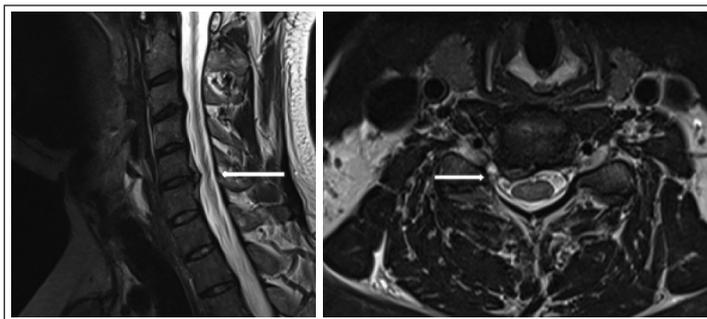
МРТ ШОП пациента К., 39 лет: латерализованная вправо грыжа диска C_{V-VI} с компрессией корешка C_{VI}
